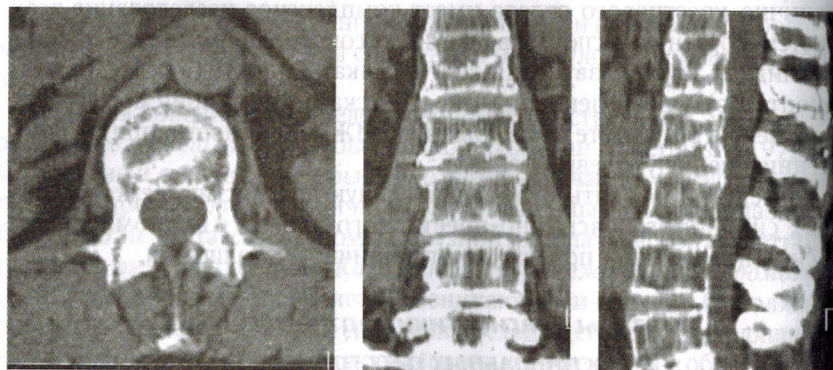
Дегенеративные изменения замыкательных пластинок поясничного отдела позвоночника на КТ у больного с поясничной миелопатией
